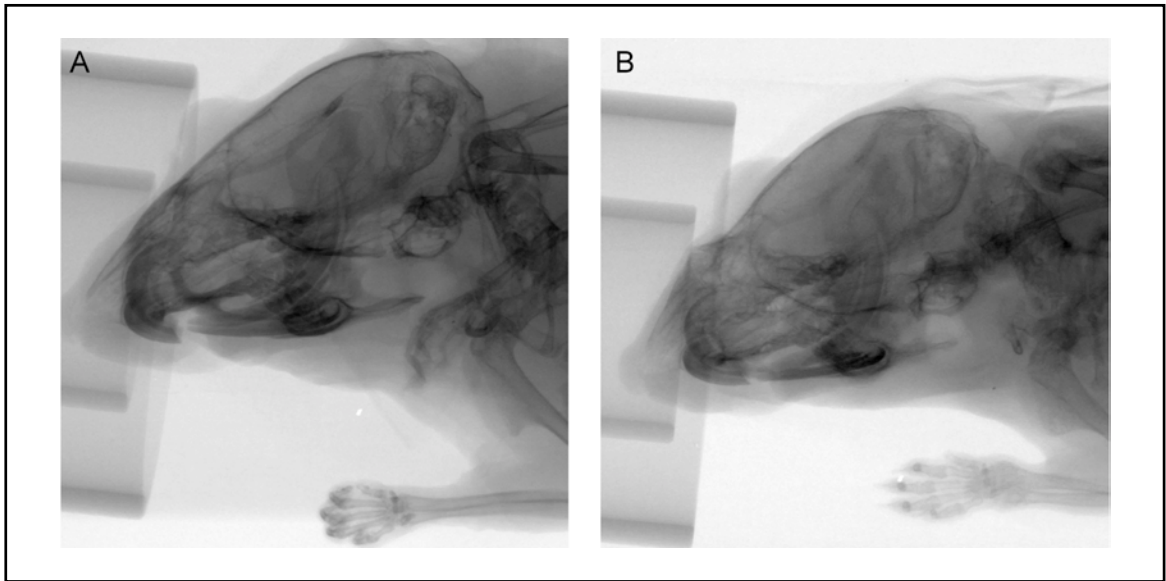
Röntgenaufnahmen (μ -CT) des Schädels einer BL_6 (A) und Hyp - (B) Maus nach Isoflurananästhesie.
